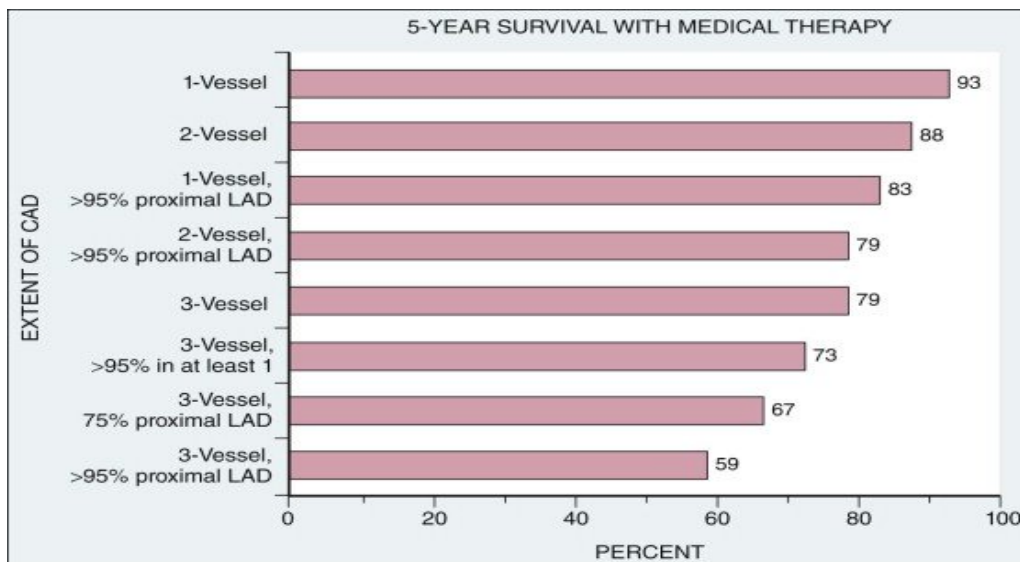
Figure Angiographic extent of CAD and subsequent survival with medical therapy. A gradient of mortality risk is established based on the number of diseased vessels and the presence and severity of disease of the proximal LAD artery. (Data from Califf RM, Armstrong PW, Carver JR, et al: Task Force 5: Stratification of patients into high-, medium-, and low-risk subgroups for purposes of risk factor management. *J Am Coll Cardiol* 27:964, 1996.)
